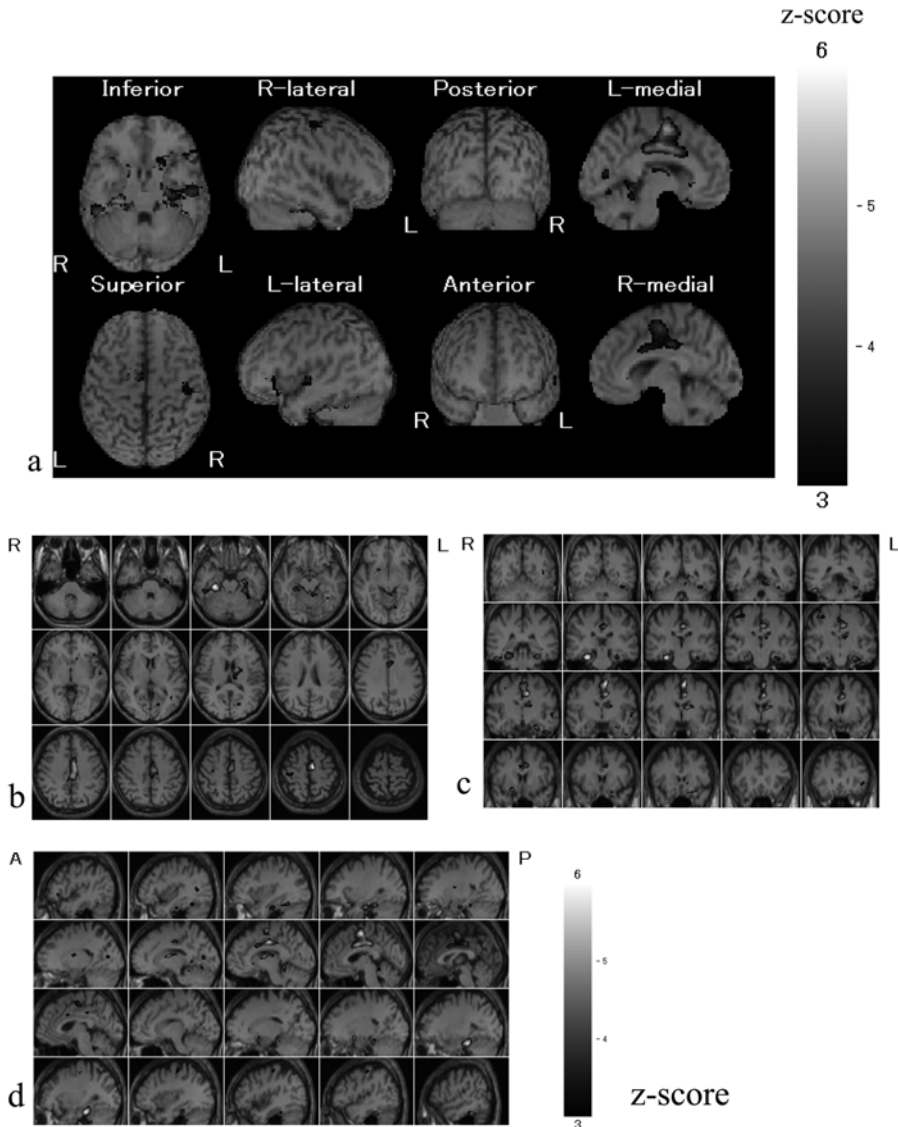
発作中のECD-SPECT～eZISによる解析 典型例の提示～
